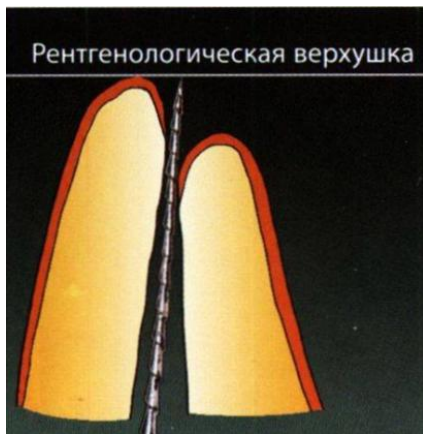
Эндодонтический инструмент, установленный до рентгенологической вершины, действительно всегда находится за пределами корневого канала [4]
